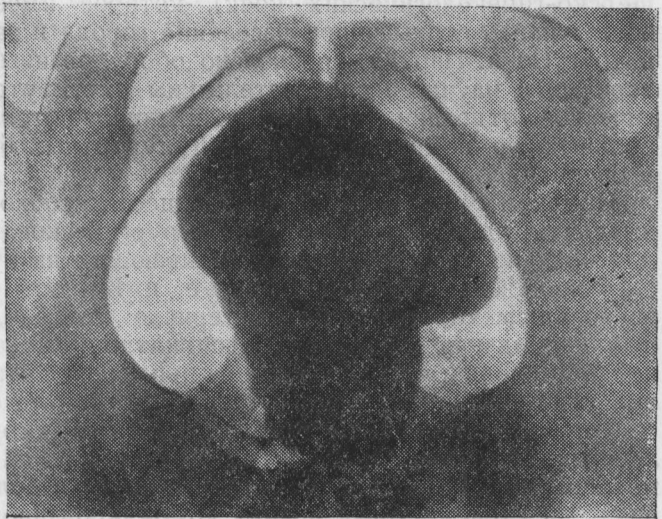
Пельвеорентгенограмма. Прямокишечно-пузырная бальнеопроцедура (А. Маїж б и ц)
